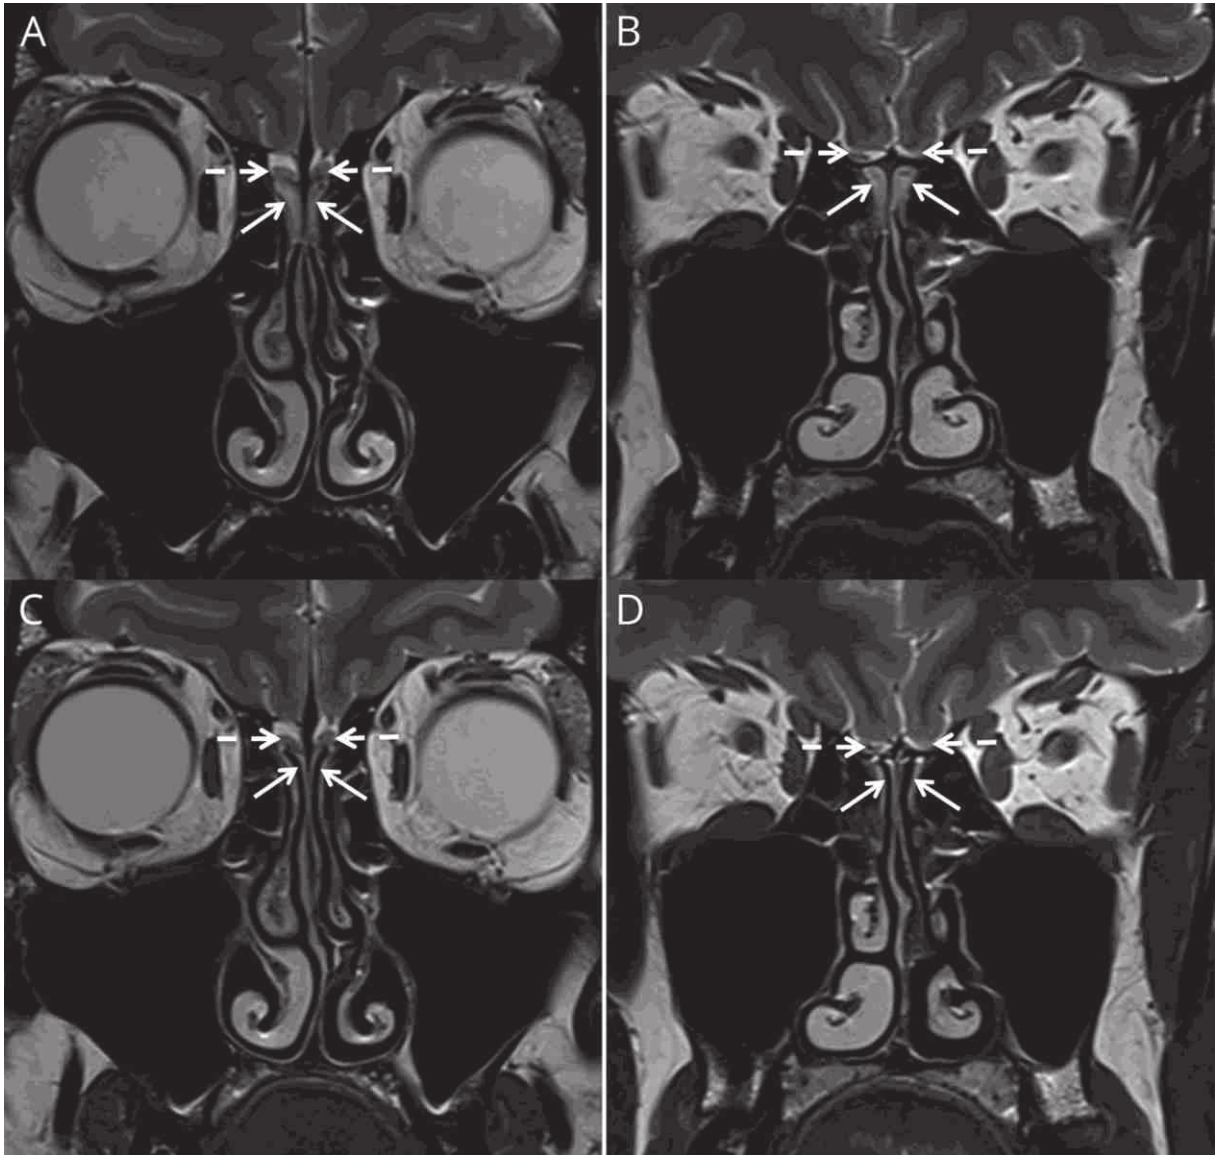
IRM cérébrale d'une femme de 38 ans infectée par le SARS CoV2, Eliezer et al.(6)
